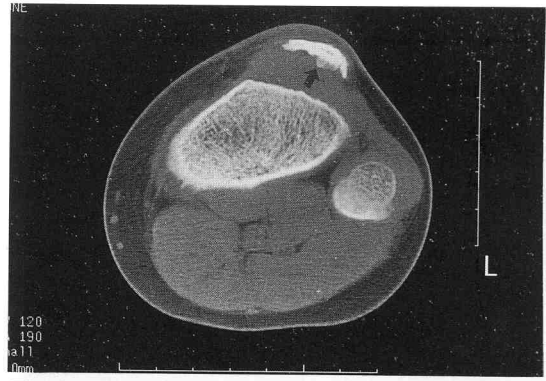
Computed tomogram shows relatively thick and fragmented curvilinear calcification (2x2.5x0.7 cm in size), which covers the patellar tendon.
